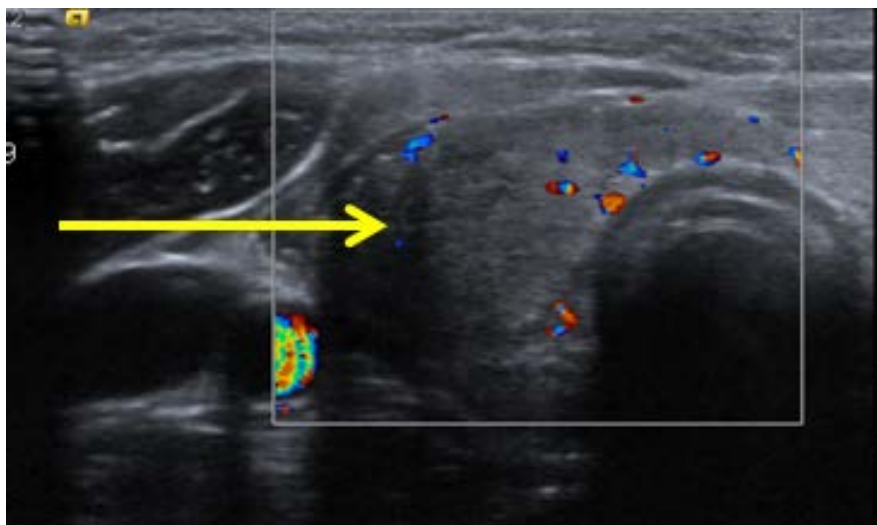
Estudio con Doppler color. Nódulo en el que SÍ se detecta vascularización. Foco de tiroiditis subaguda.
